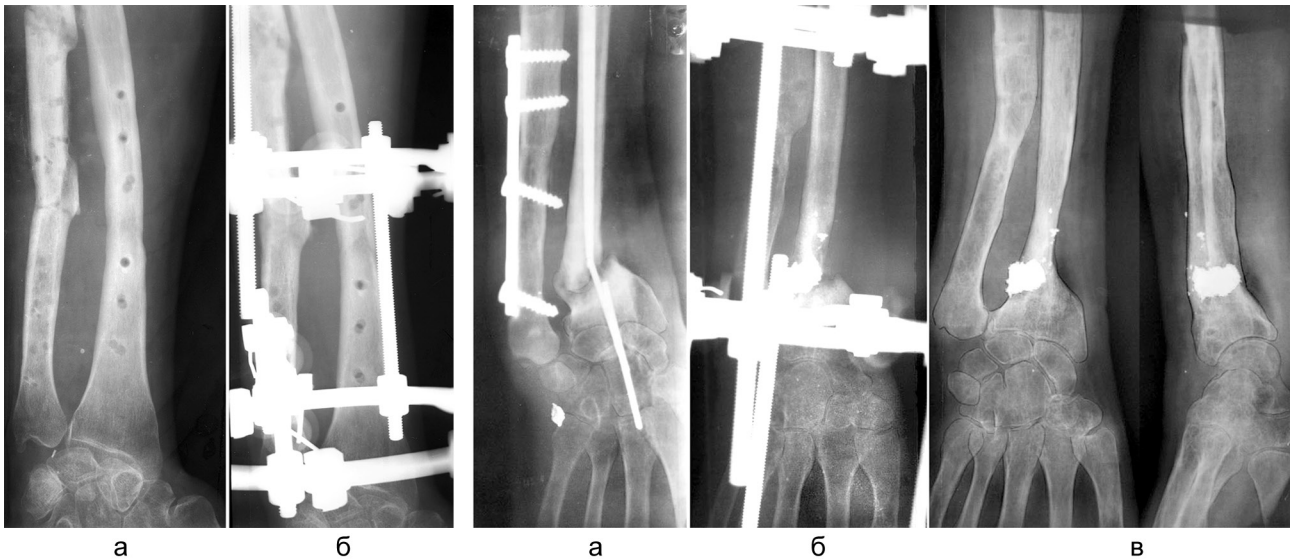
Рентгенограммы предплечья пациента Г., 32 года, с бифокальным переломом локтевой кости и переломом лучевой кости: а – после удаления накостных пластин, достигнуто сращение перелома лучевой кости, сращение костных отломков локтевой кости отсутствует; б – через 2 месяца после чрескостного остеосинтеза
